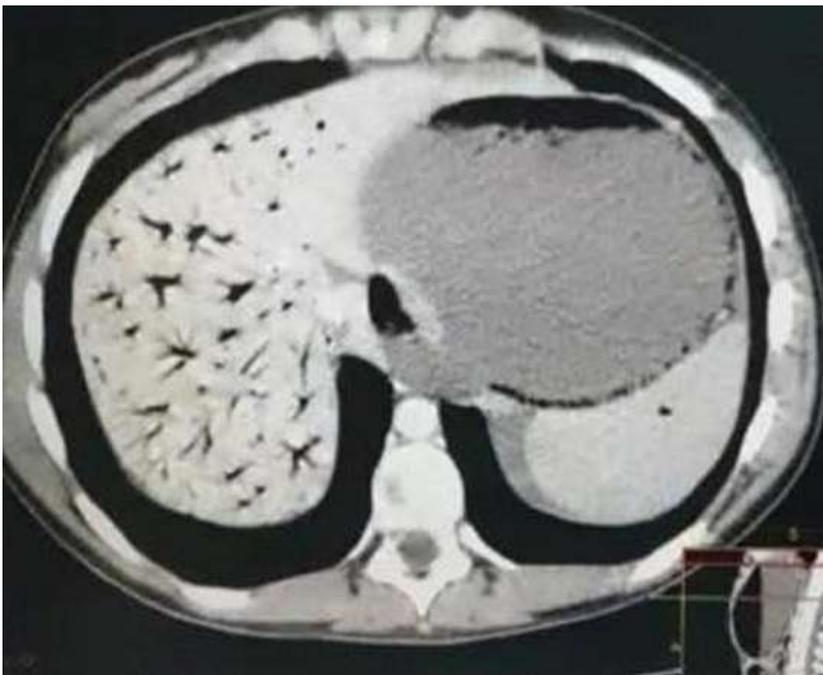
TDM abdominal d'aéroportie avec arborisation périphérique, avec distension abdominale et dilatation gastrique
